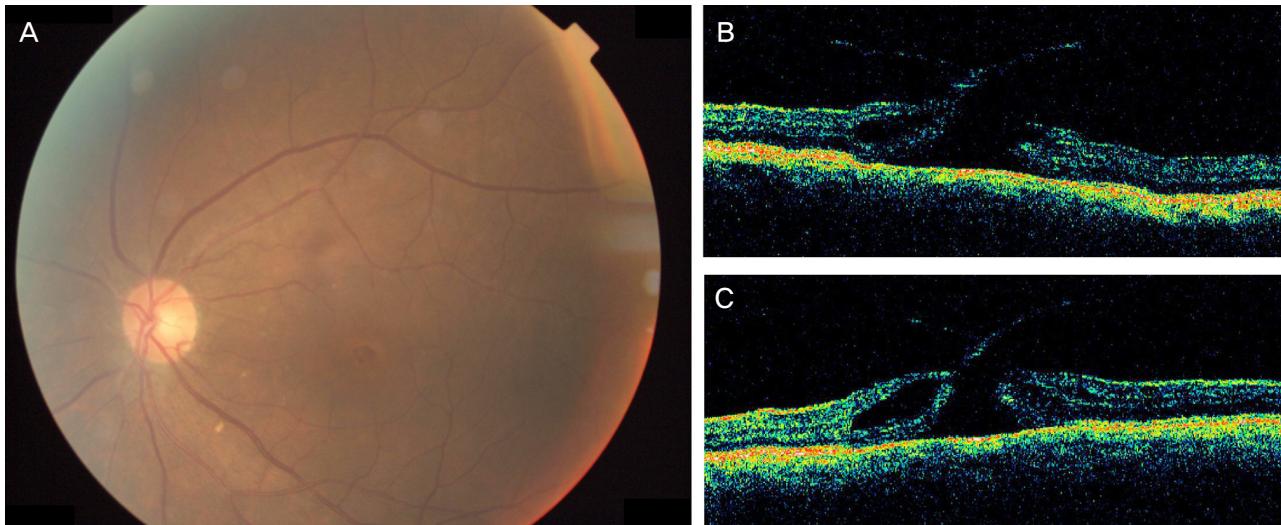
Fundus photograph (A) and horizontal (B) and vertical (C) optical coherence tomography (OCT) images reveal a stage 2 macular hole before surgery.
